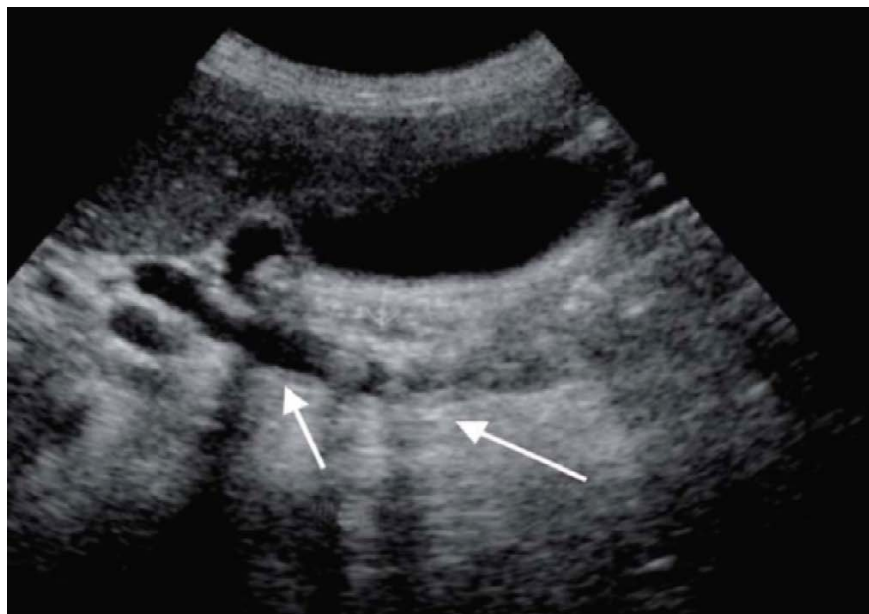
Image échographique montrant un empièchement du cholédoque.
